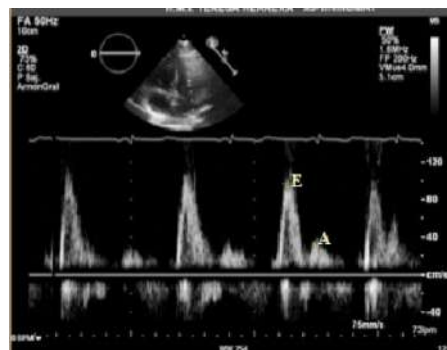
DOPPLER PULSADO BAJO LA MITRAL. SE VISUALIZAN DOS ONDAS POR CADA CICLO CARDÍACO: E Y A.
